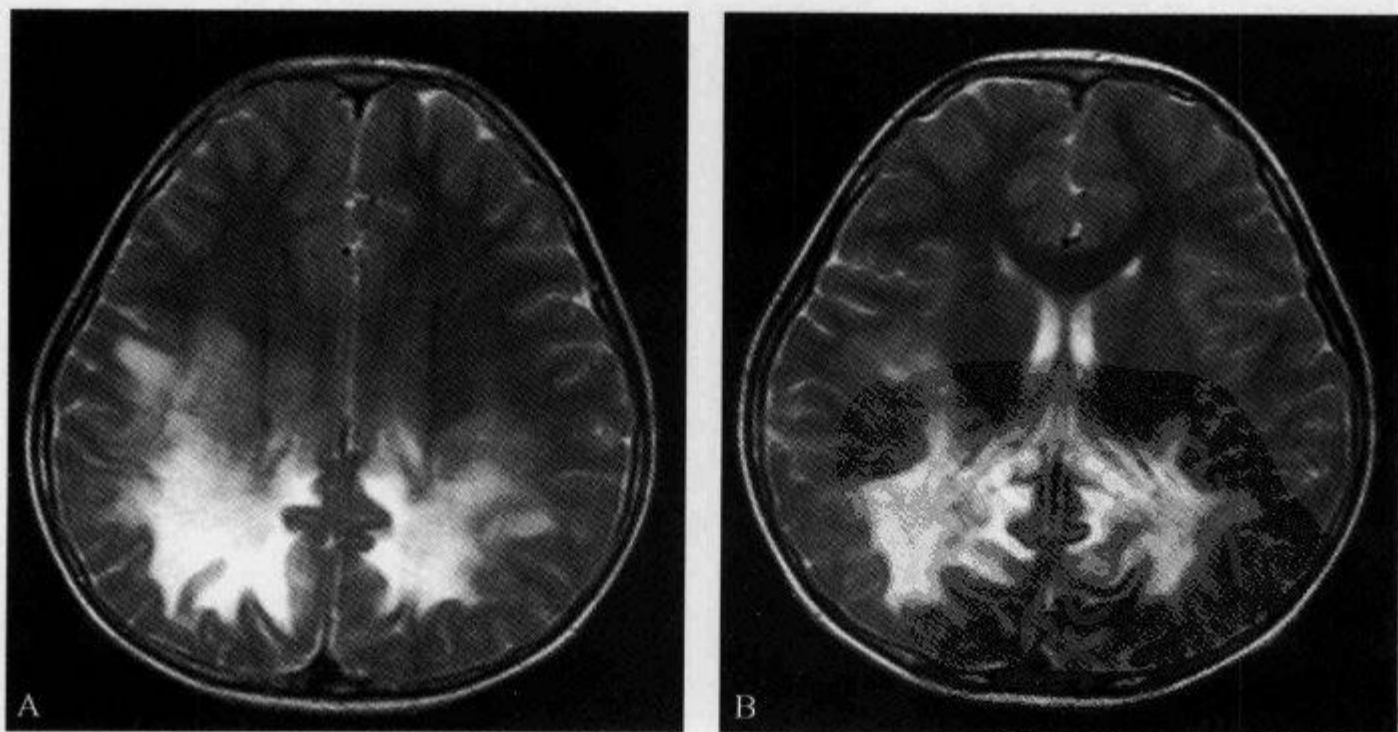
MRI T₂WI 示“蝶形病灶”
